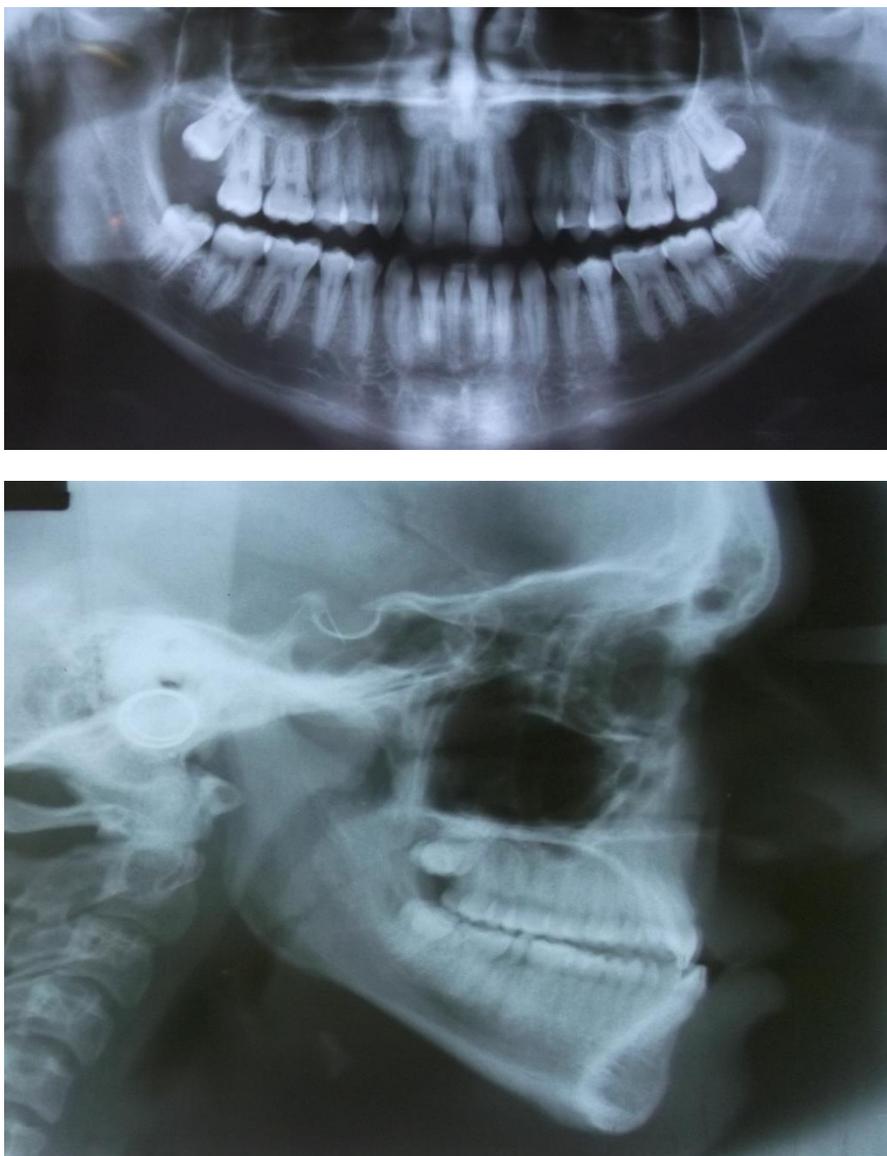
Panorâmica e telerradiografia iniciais.
